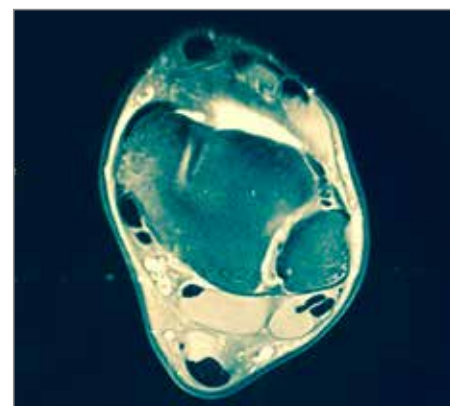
MRI des oberen Sprunggelenks, ATFL-Band gerissen
